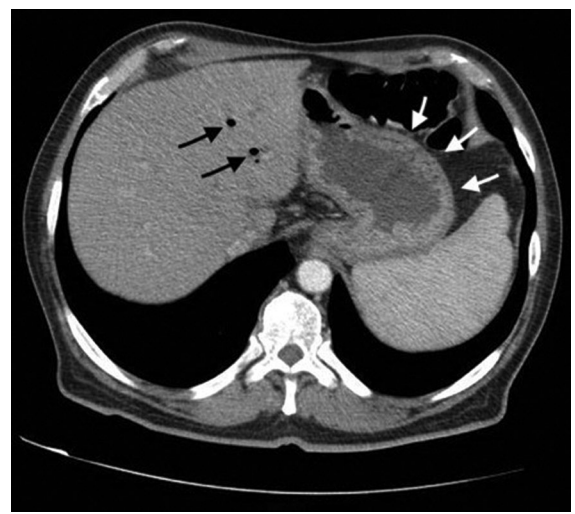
Tomografía computarizada con contraste que muestra gastromegalia (flechas blancas) y neumbilia (flechas negras).
